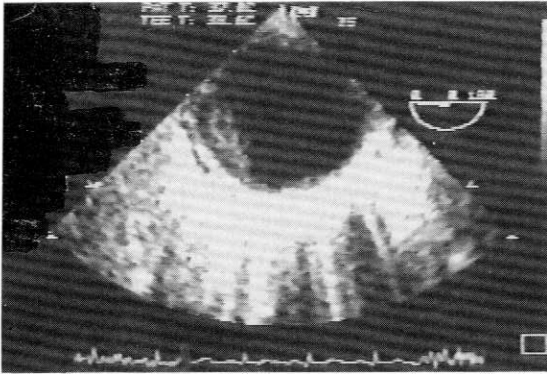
Follow-up transesophageal echocardiography shows apparently decreased mass size.
